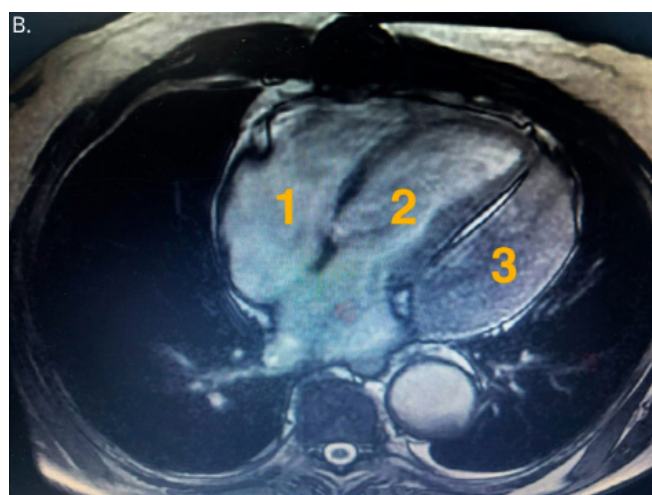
Figura B – Ressonância magnética cardíaca em sequência cine, incidência de 4 câmaras, mostrando: (1) Ventrículo direito, cavidade de dimensões normais; (2) Ventrículo esquerdo com dimensões reduzidas por rechaço promovido por massa pericárdica; e (3) Massa intrapericárdica adjacente à parede lateral e à parede inferior média do ventrículo esquerdo.
